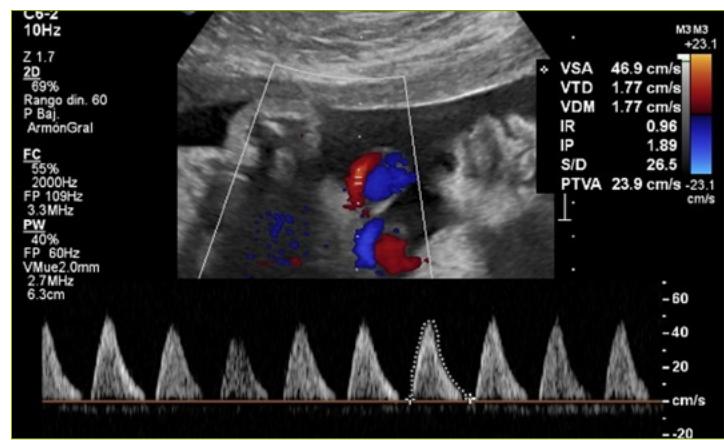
Doppler de arteria umbilical normal
